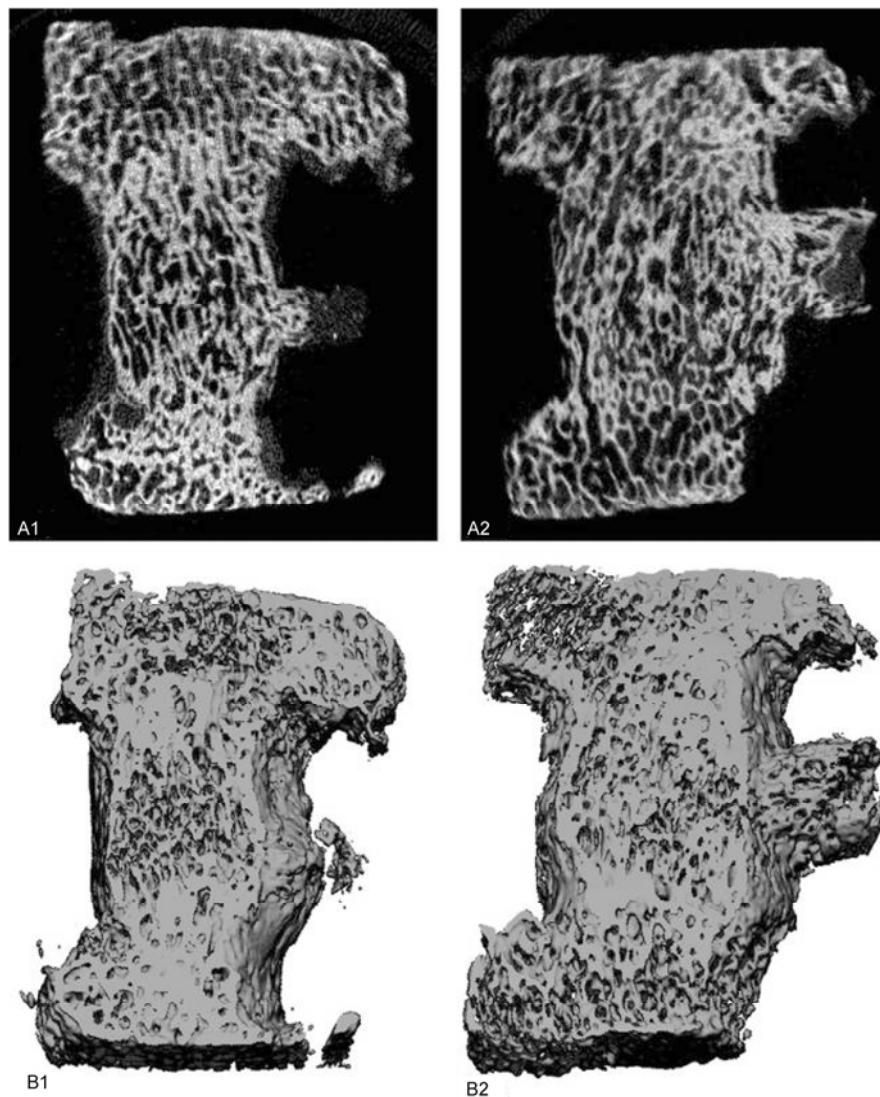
猪腰椎前路脊柱融合模型的 micro-CT 影像^[45]
